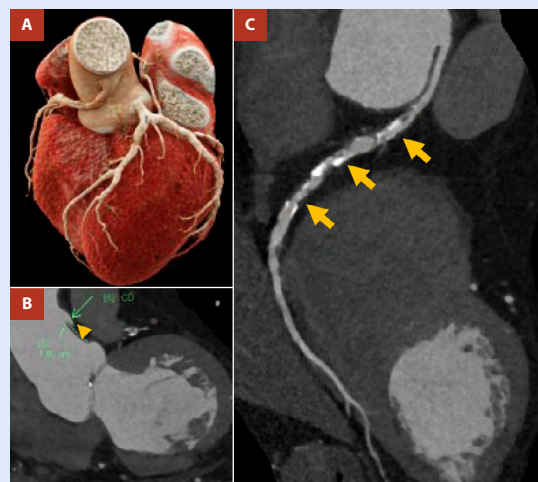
Angiotomografía computarizada de arterias coronarias que demuestra la reconstrucción tridimensional del origen anómalo (Panel A) de la arteria coronaria derecha (ACD) que se origina 16 mm por encima del seno de Valsalva izquierdo siguiendo un trayecto interarterial extenso (Panel B, cabeza de flecha amarilla). Además, que evidencia calcificación severa en toda su extensión (Panel C, flechas amarillas)
